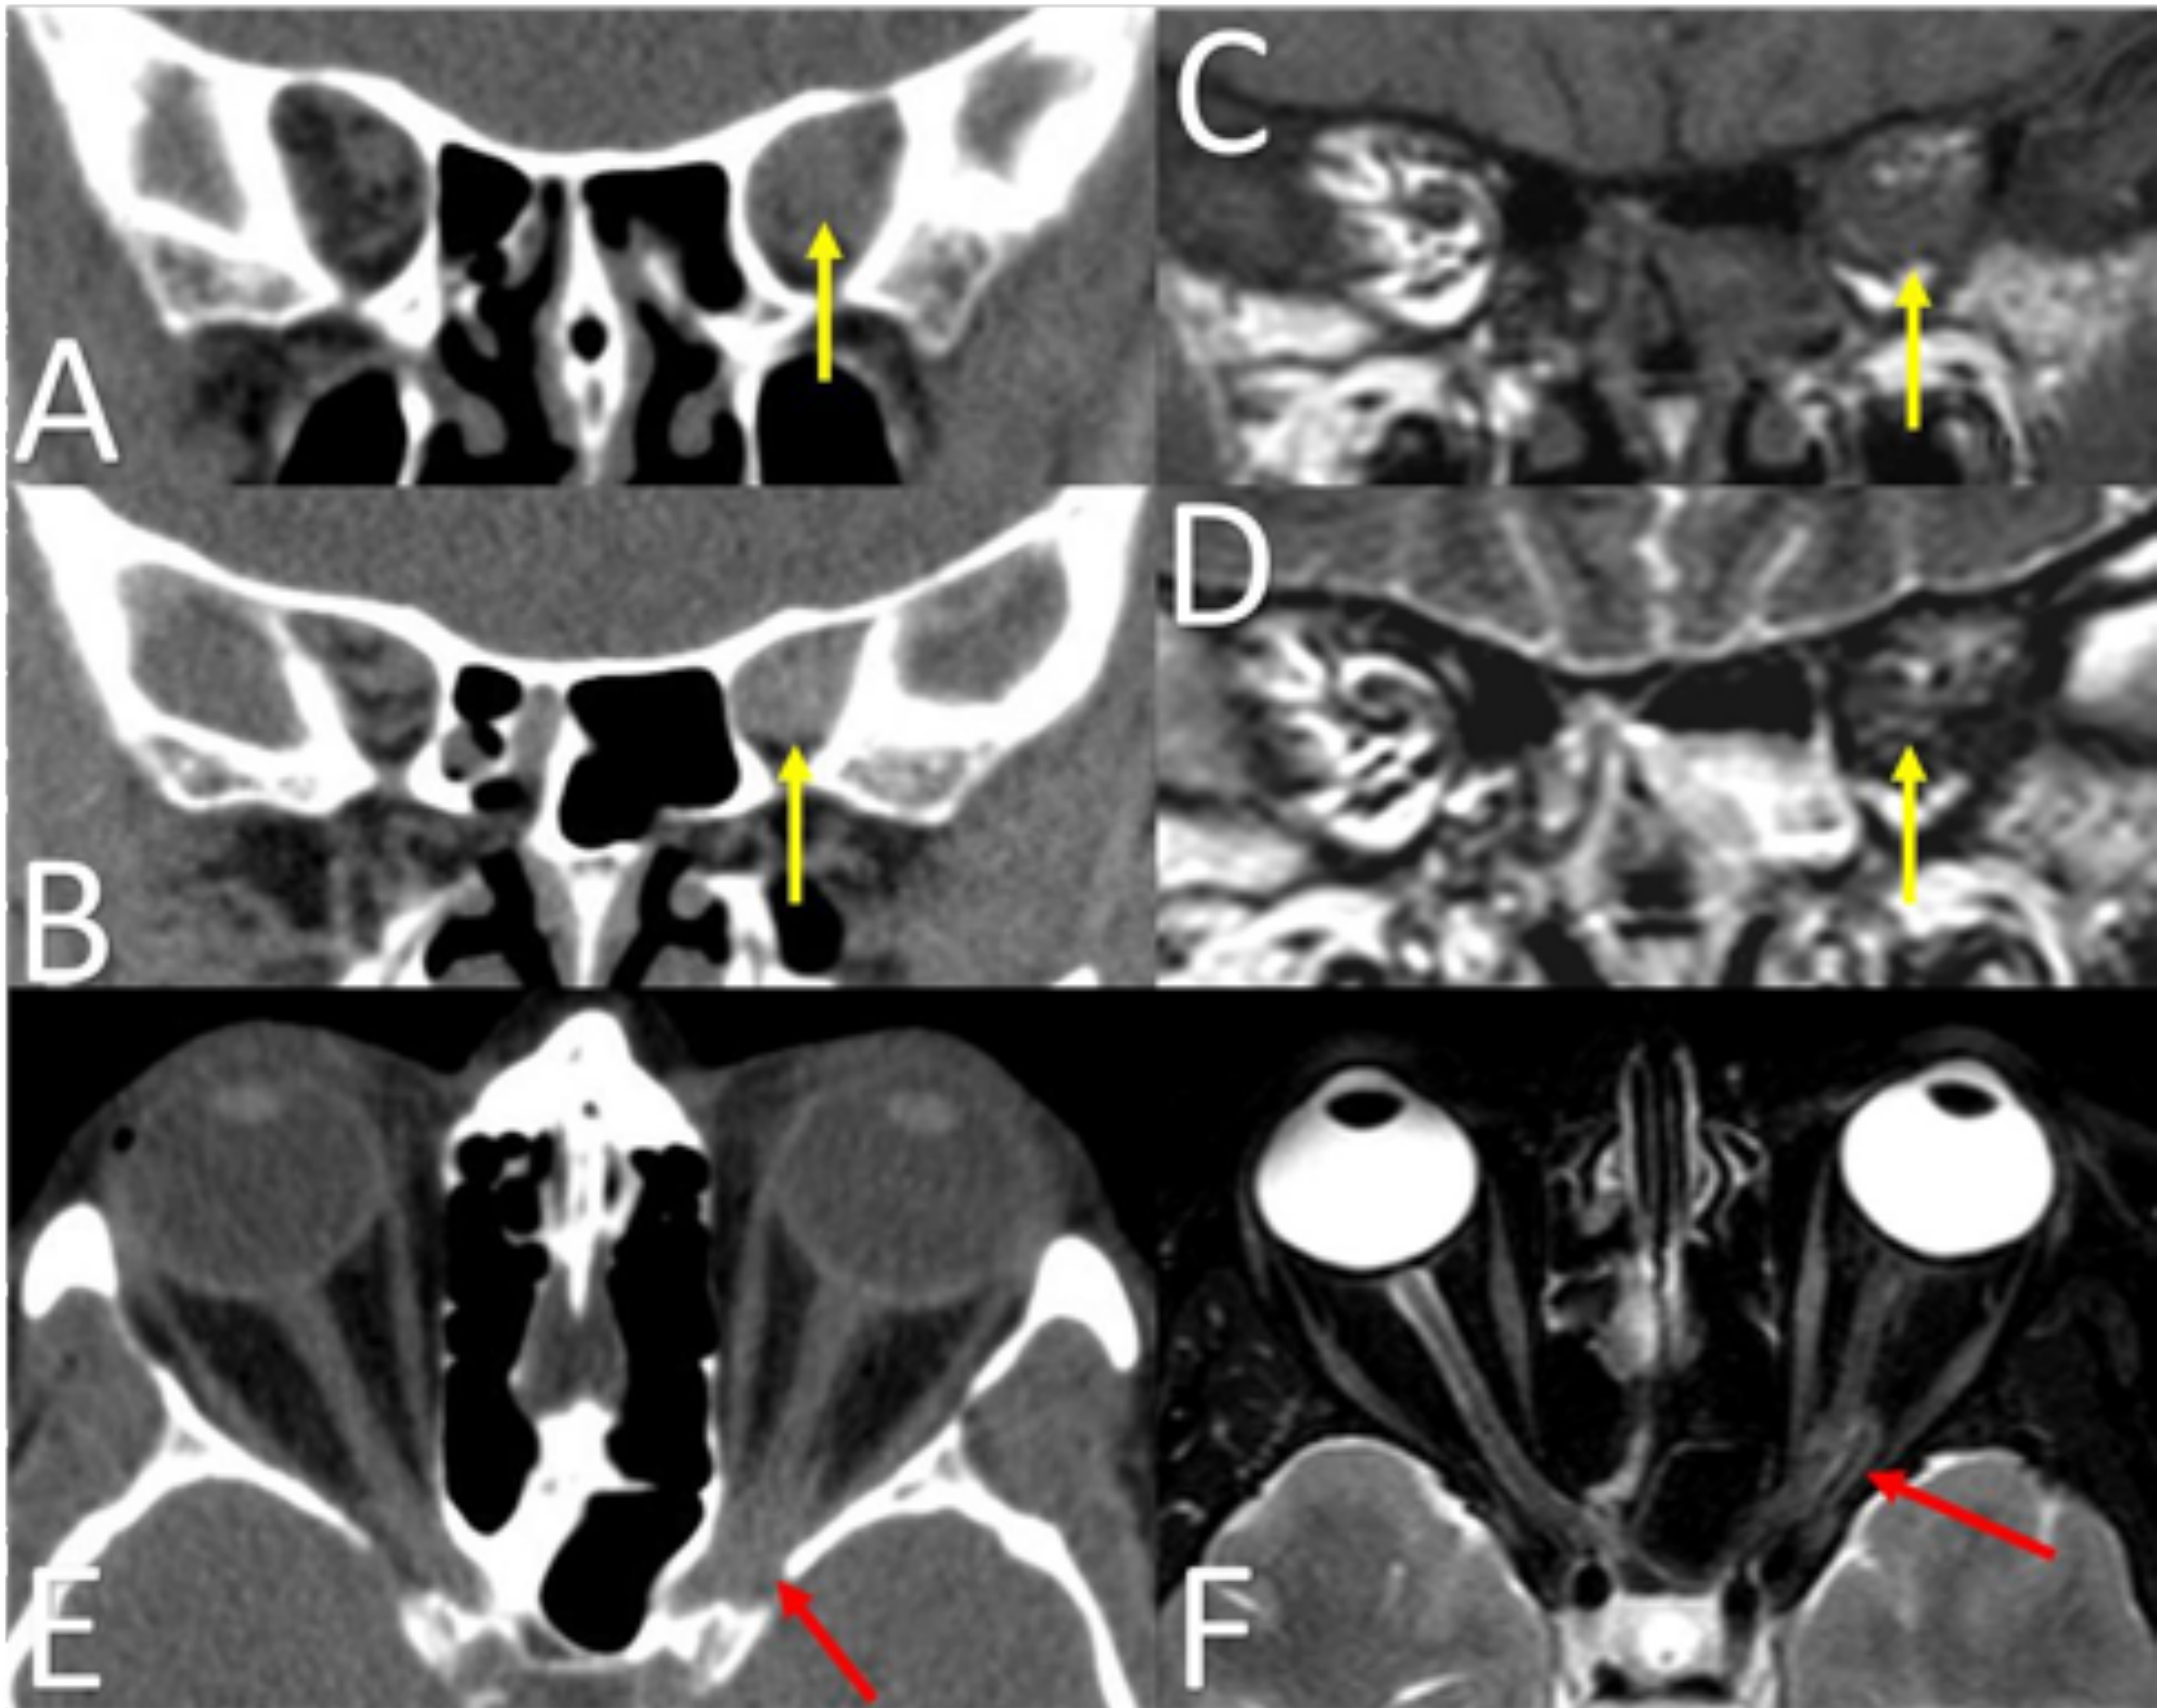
neuropatía óptica post-traumática con cuerpo extraño (madera joven) A y B: cortes coronales de TC en los que se observa un aumento de partes blandas en el ápex orbitario izquierdo (flecha amarilla), el mismo que rodea al fascículo óptico. C y D: cortes coronales de RM potenciados en T1 y T2, que muestran un aumento de partes blandas de intensidad de señal intermedia en el ápex orbitario, similar al visualizado en TC. Resulta difícil individualizar el fascículo óptico. E: corte axial de TC en el que se observa mejor el aumento de partes blandas del ápex orbitario. F) Corte axial de RM secuencia T2 con supresión grasa, en la que se objetiva una estructura lineal hipointensa (flecha roja), no visualizada en TC, que se trató de madera joven en el estudio histológico.
